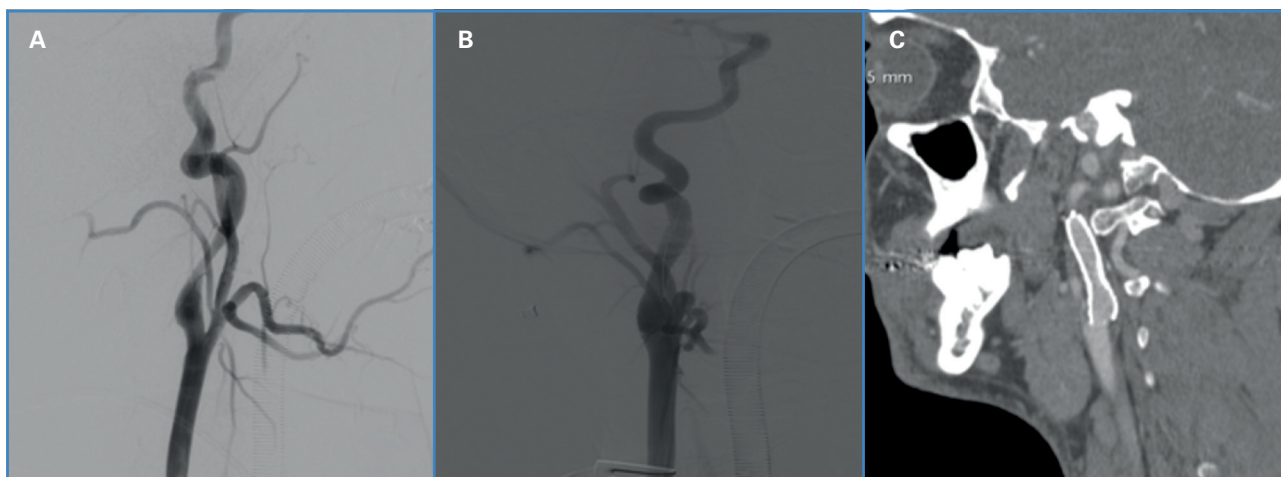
A. Arteriografía TSA. Disección de ACID con estenosis luminal, alargada y cónica (en forma de llama) con recuperación de la luz carotídea distal. B. Angiografía posterior al implante de stent en la ACID en la que se observa permeabilidad y calibre arterial adecuado. C. Angio TC TSA en el que se observa permeabilidad intra-stent en la ACID.
